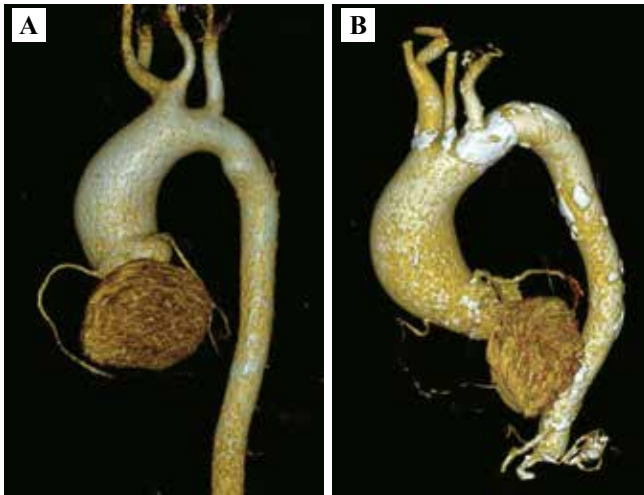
МСКТ с контрастным усилением. Трехмерная реконструкция. Восходящий отдел аорты расширен у пациентов с ДАК (А) и ТАК (В).
